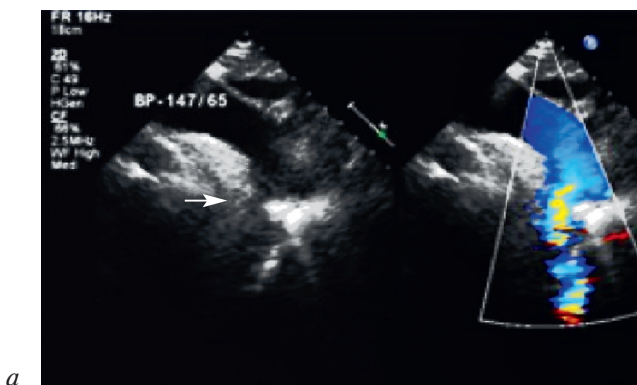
Эхокардиография. Коарктация аорты (а, б)
